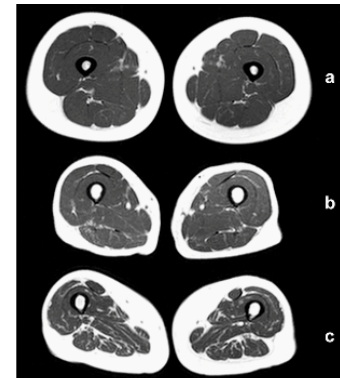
Mid-thigh MRI scan showing a normal, young (18-25 years) male thigh.
